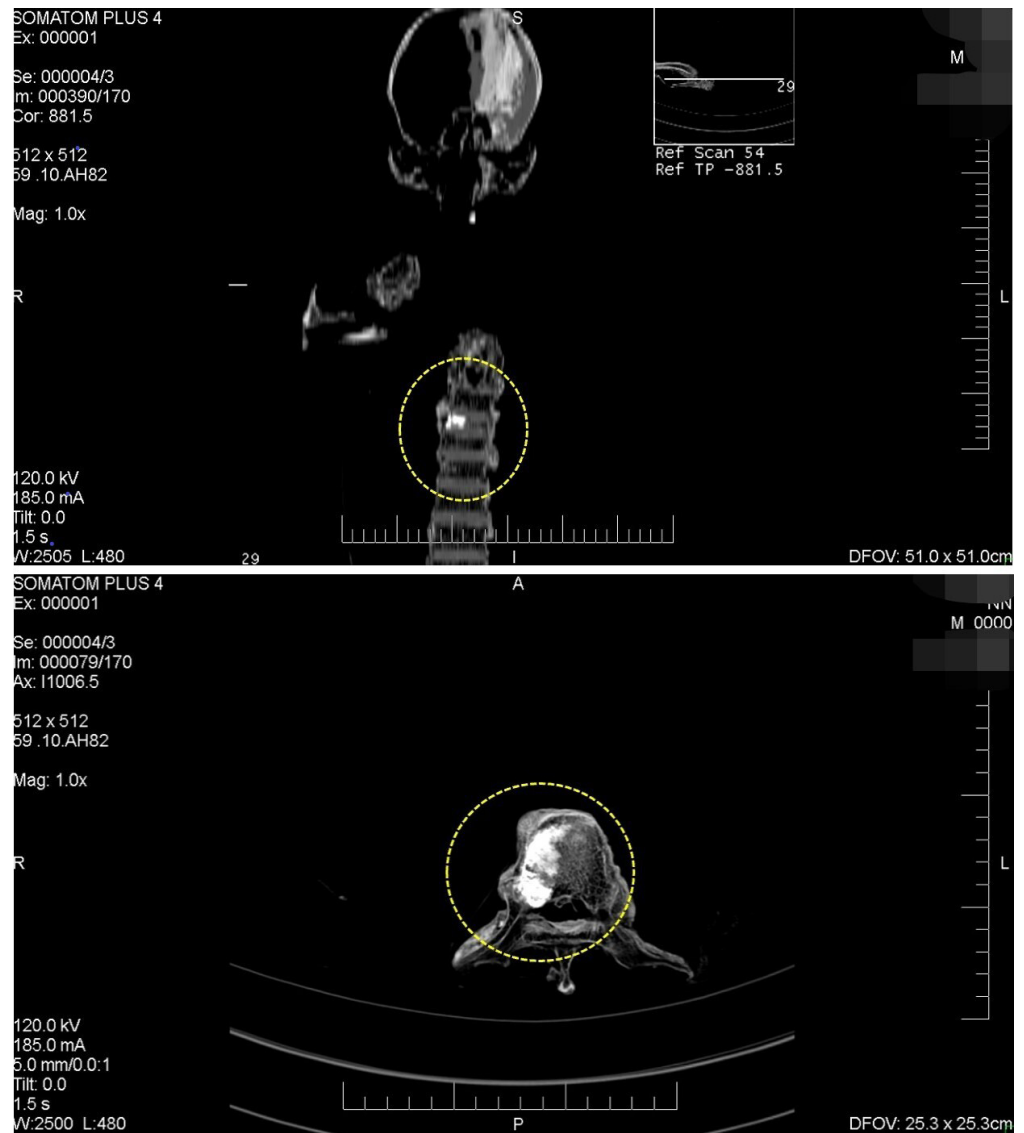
Tomografía Axial Computada (TAC) identificando una patología en 8 dorsal.
